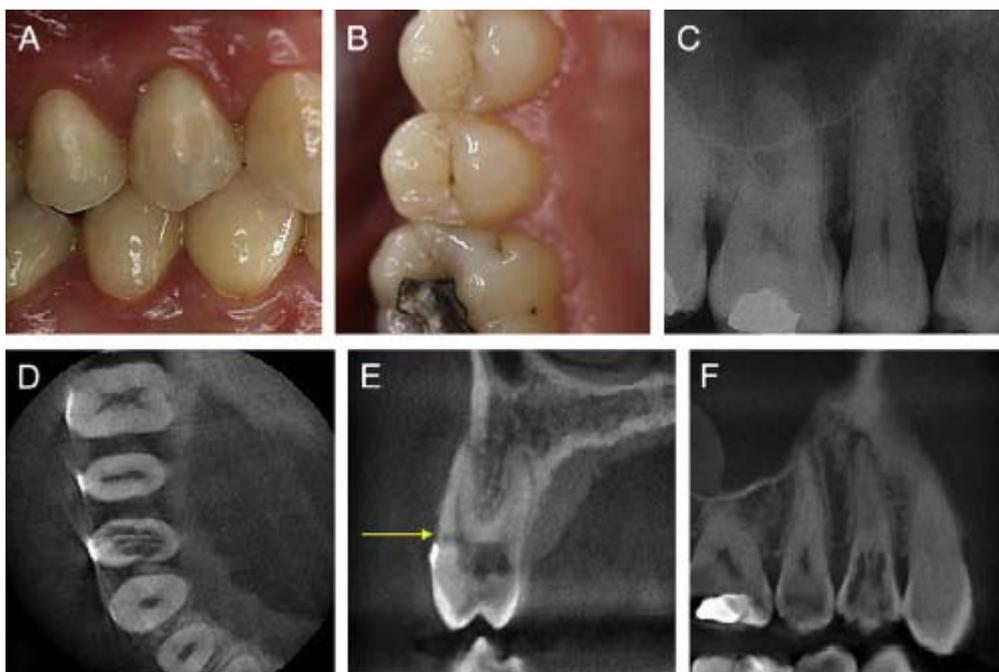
(A) (B) Vues cliniques du secteur 10 maxillaire. (C) Radiographie péri-apicale montrant une résorption invasive cervicale sur 14. (D) (E) (F) Coupes CBCT. La porte d'entrée de la lésion est représentée par la flèche jaune (Patel *et al.*, 2009).
